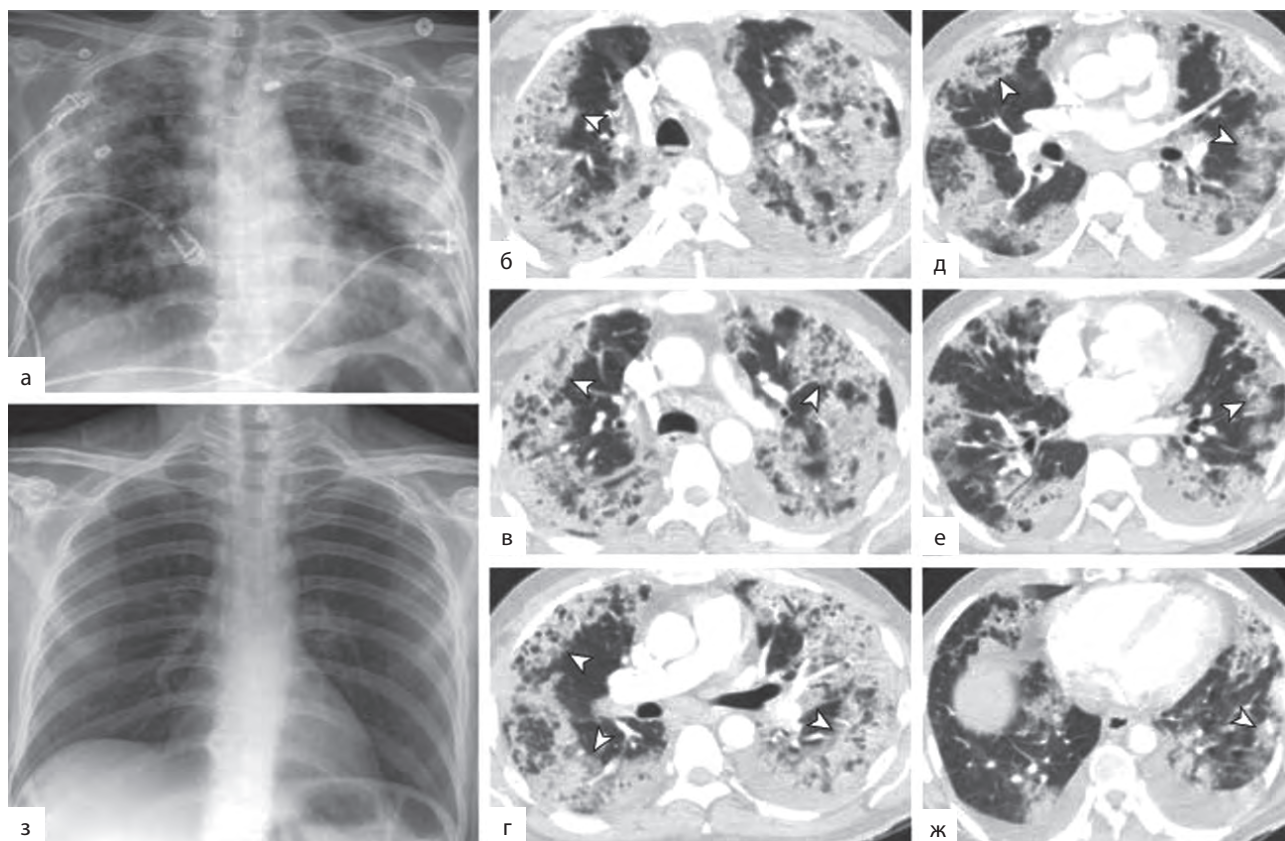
Антибиотик-индуцированная эозинофильная пневмония: а — рентгенограмма грудной клетки пациента, принимавшего даптомицин, показывает двусторонние сливные инфильтраты по периферии легких; б–ж — компьютерные томограммы грудной клетки вскоре после рентгенограммы (а) показывают мультифокальные двусторонние, расположенные по периферии области нарушения прозрачности по типу «матового стекла» с консолидацией (стрелки); з — рентгенограмма после прекращения даптомицина показывает полное разрешение легочной патологии. Бронхоскопия выявила эозинофилию; кровотечения и признаков инфекции не обнаружено [12]
